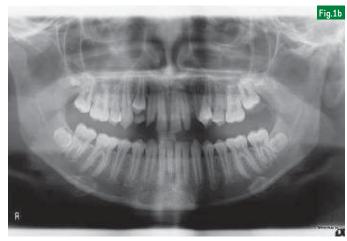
Orthopantomographie. On observe la transposition complète de 14 en place de 13.
